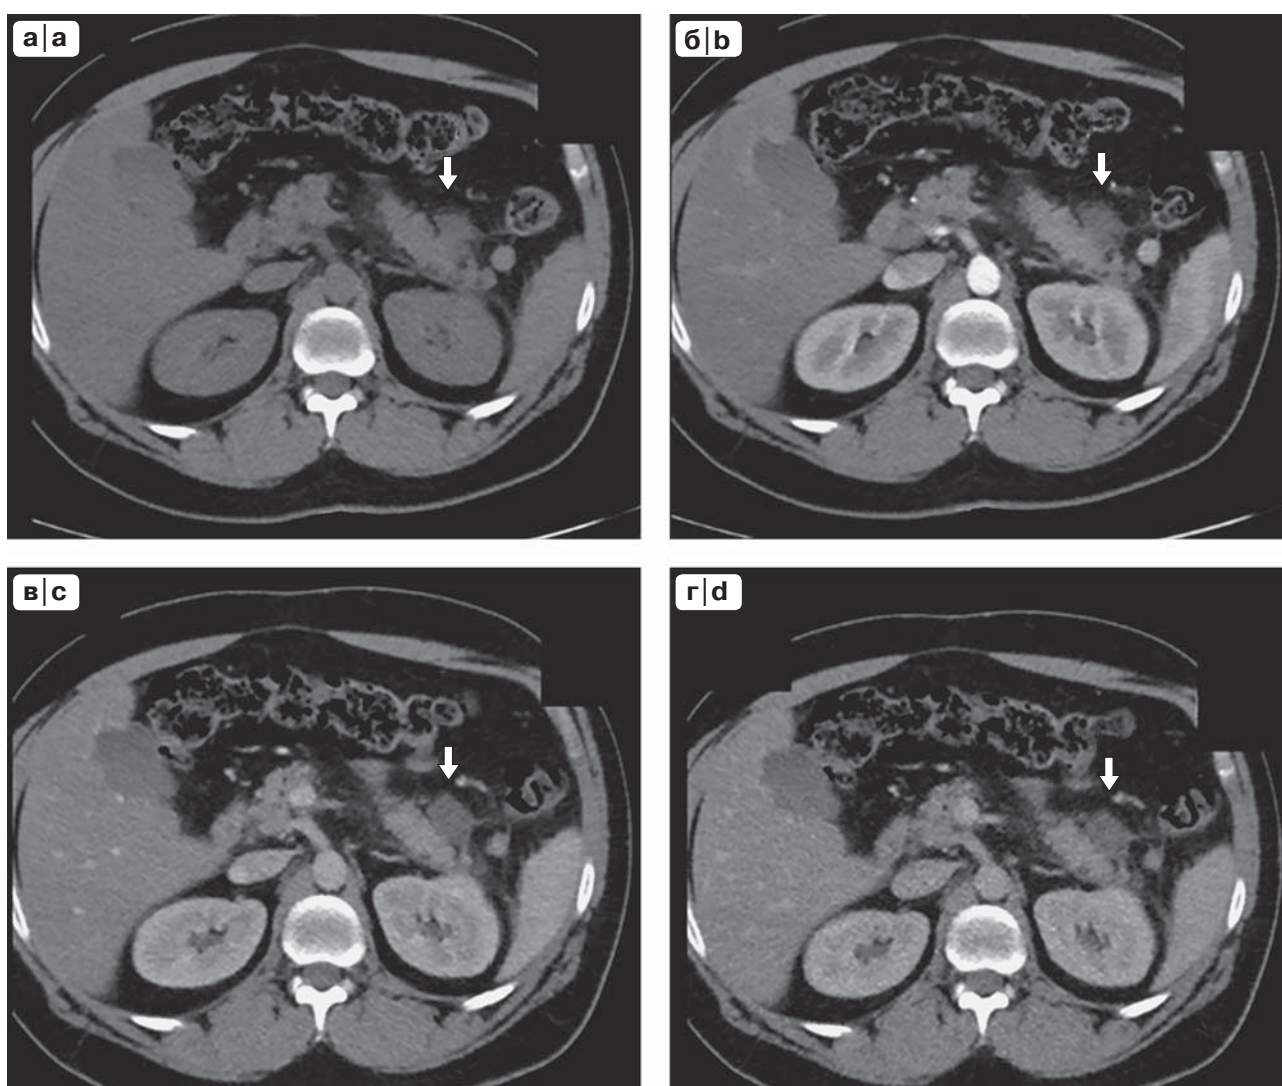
КТ с внутривенным болюсным введением контрастного препарата. Нативное изображение (а) и изображения в артериальную (б), панкреатическую (в), венозную (г) фазы контрастирования. Стрелкой указаны локализация панкреонекроза и жидкостное скопление в области хвоста поджелудочной железы.
